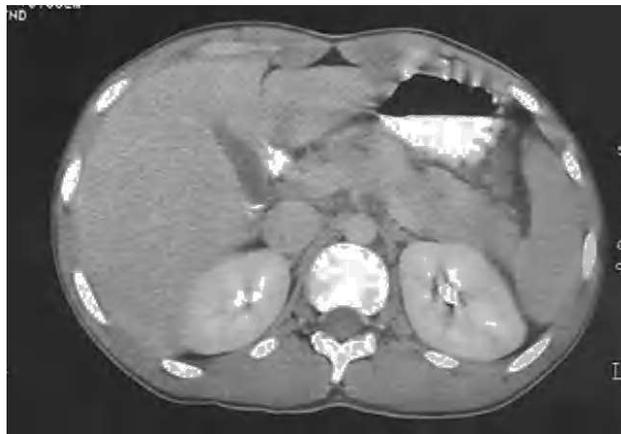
Tomografía computarizada con contraste intravenoso realizada 3 días después del ingreso del paciente, donde se aprecia un aumento de tamaño de la glándula pancreática, así como una discreta pérdida de definición de sus límites, sin evidencia de colecciones peripancreáticas ni de necrosis glandular.
